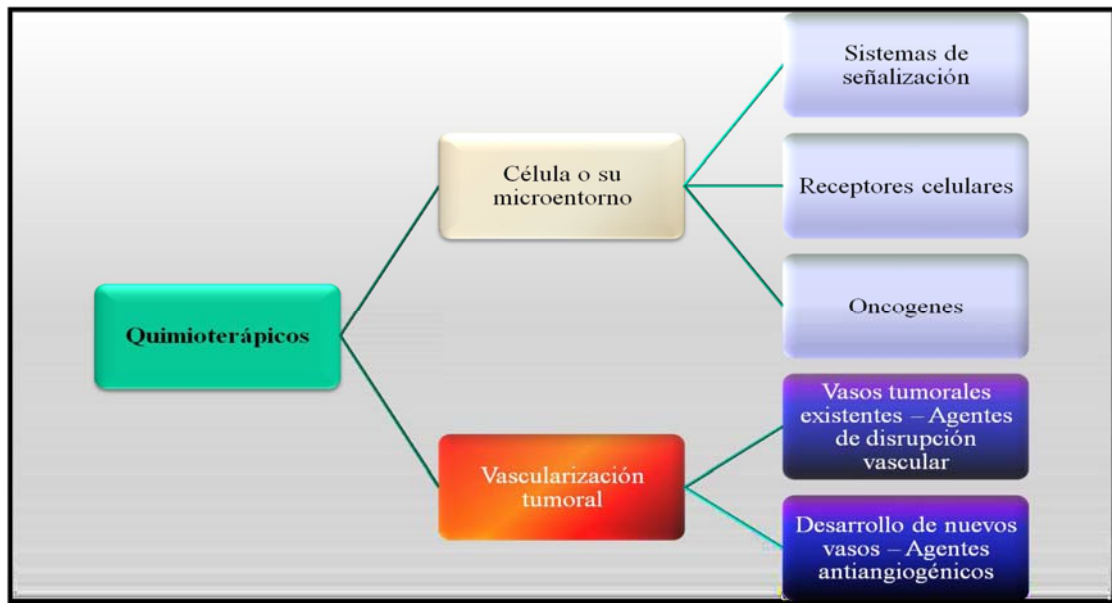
Provenzale JM Imaging of angiogenesis: clinical techniques and novel imaging methods. AJR AmJ. Roentgenol 2007 Jan; 188(1):11-23
